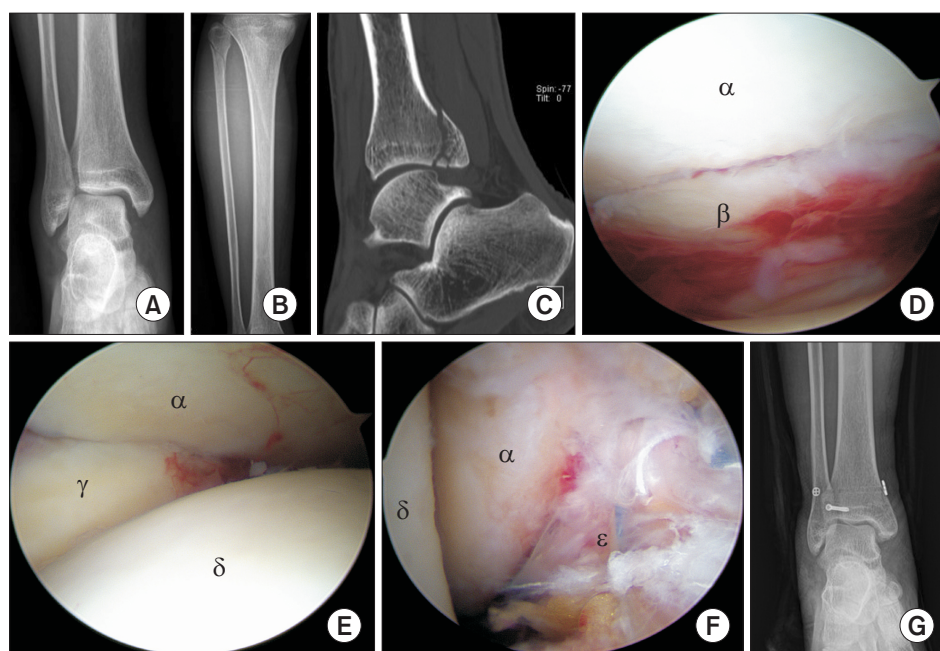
Plain radiographs (A, B) and CT scan (C) show widening of the medial clear space, proximal fibular fracture, and posterior malleolar fracture, indicating a Maisonneuve fracture. The arthroscopic findings show reduced posterior malleolar fracture (D), syndesmosis injury (E) and repaired deltoid ligament (F). (G) Plain radiograph shows percutaneous fixation of posterior malleolar fracture with screw and syndesmosis fixation with TightRope. ^αTibia, ^βPosterior malleolar fracture, ^γFibula, ^δTalus, ^εRepaired deltoid ligament.
